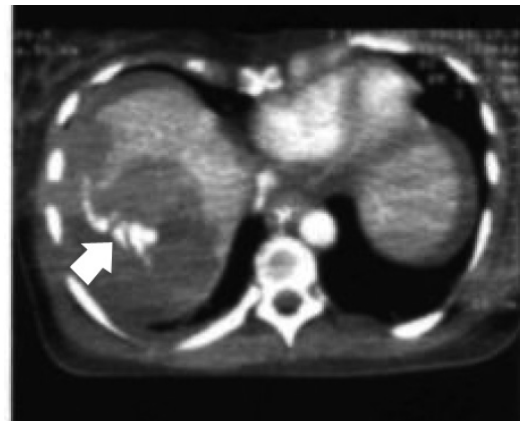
КТ через 4 часа после поступления — массивное кровотечение (стрелка) из поврежденной печени.
